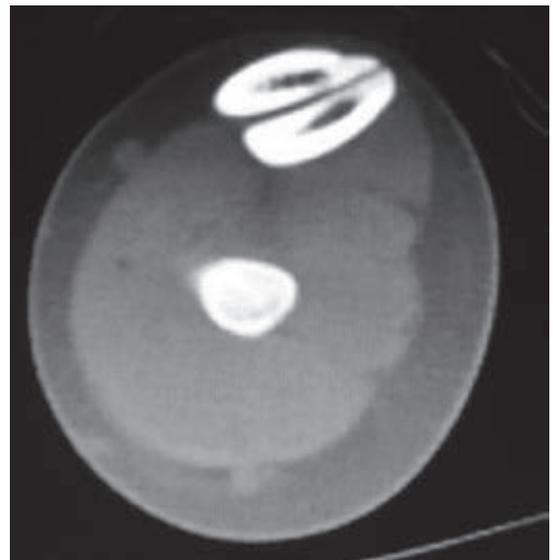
症例 2 脛骨 Triangular osseous structure 部の CT 横断像
